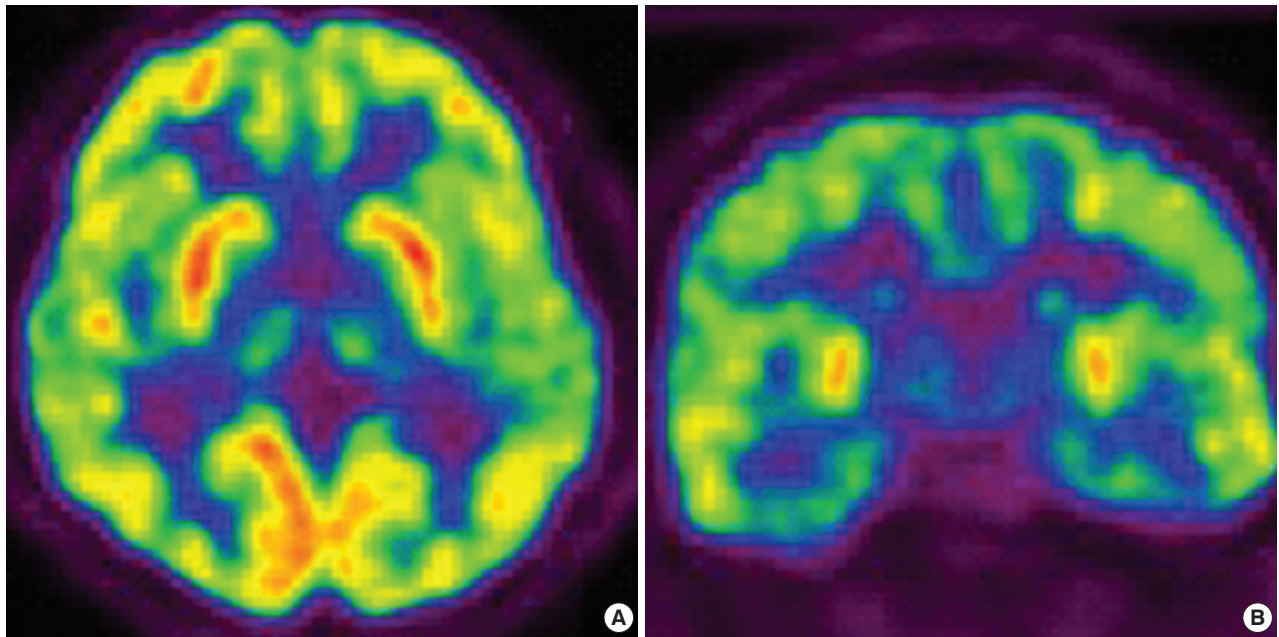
F-18-FDG PET images demonstrate marked hypometabolism in bilateral thalamus (A, B).
